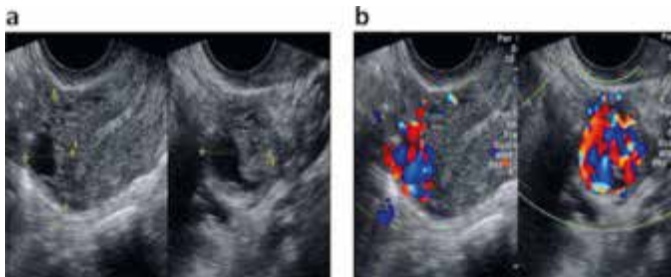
Características ultrassonográficas da MI. (A) em escala de cinza a lesão está localizada no fundo uterino e apresenta-se como uma massa sólida cística com bordas indistintas (entre os cursores). (B) Ao Doppler colorido: os sinais extremamente abundantes do Doppler formados por fluxo sanguíneo estão distribuídos ao longo do tumor nomeado como “sinal não periférico do Doppler”. O aspecto irregular do cisto foi secundário a desvios arteriovenosos que foram preenchidos por sinais caóticos ao Doppler colorido<sup>5</sup>.
